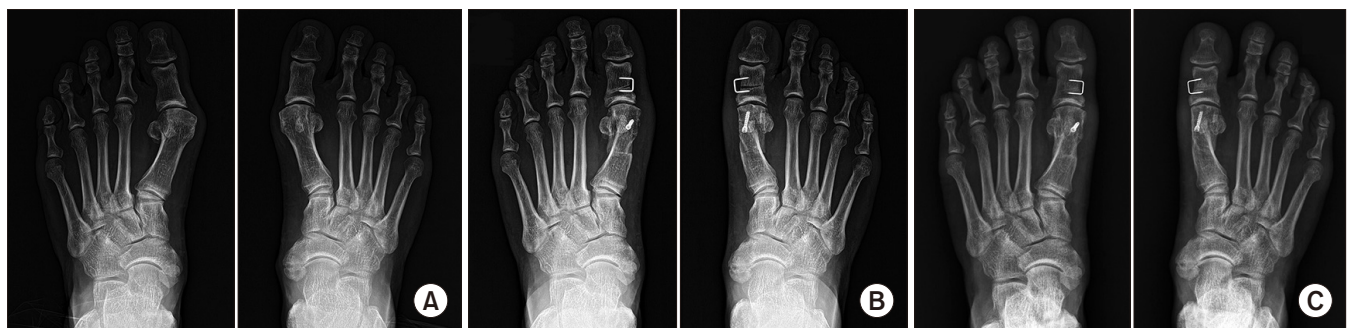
Preoperative (A), postoperative 4-month (B) and postoperative 12-month (C) follow-up weight bearing anteroposterior foot radiographs of 57-year-old female who underwent bilateral synchronous scarf surgery showed decrease of the hallux valgus and the first-second intermetatarsal angles after the surgery.
